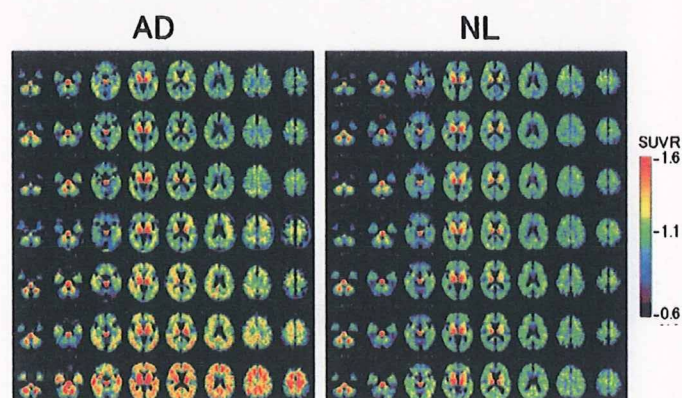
BF-227-PET のSUVR画像の提示
